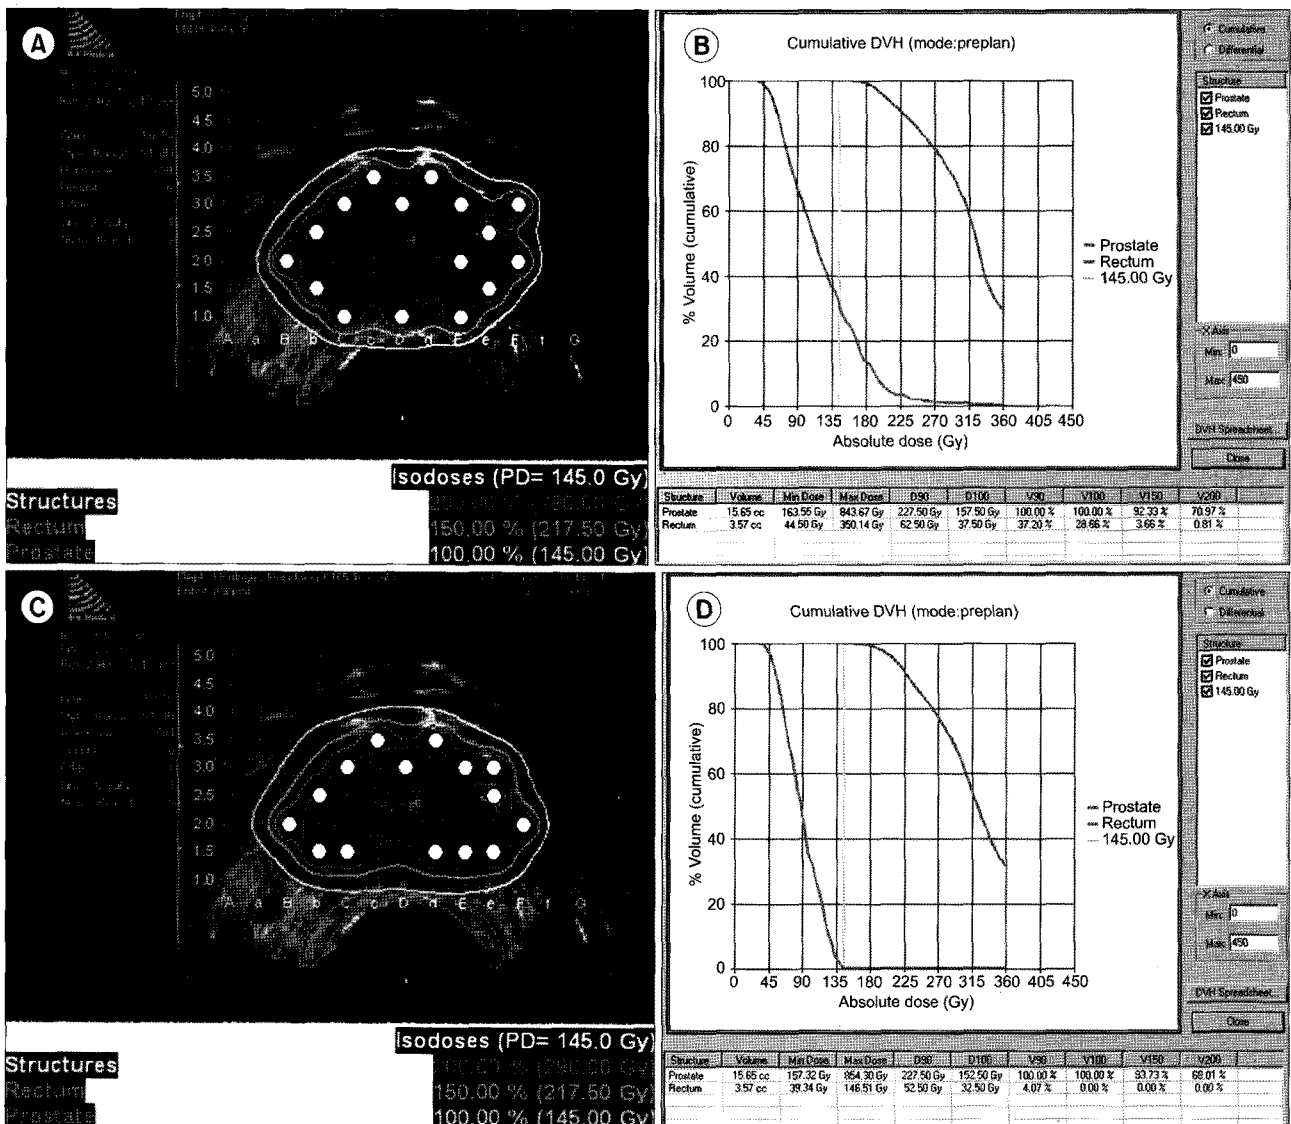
Preplan showing change of rectal dose by modification of seed location (A) Intraoperative transrectal ultrasound (TRUS) based preplan. Preplan considered coverage of planning target volume only. (B) Dose volume histogram (DVH). DVH shows high rectal dose. (C) Modified intraoperative TRUS based preplan. Preplan considered rectal dose and coverage of planning target volume. (D) DVH of modified plan. DVH shows reduced rectal dose and similar coverage of target volume. Dots represent the location of seeds.
